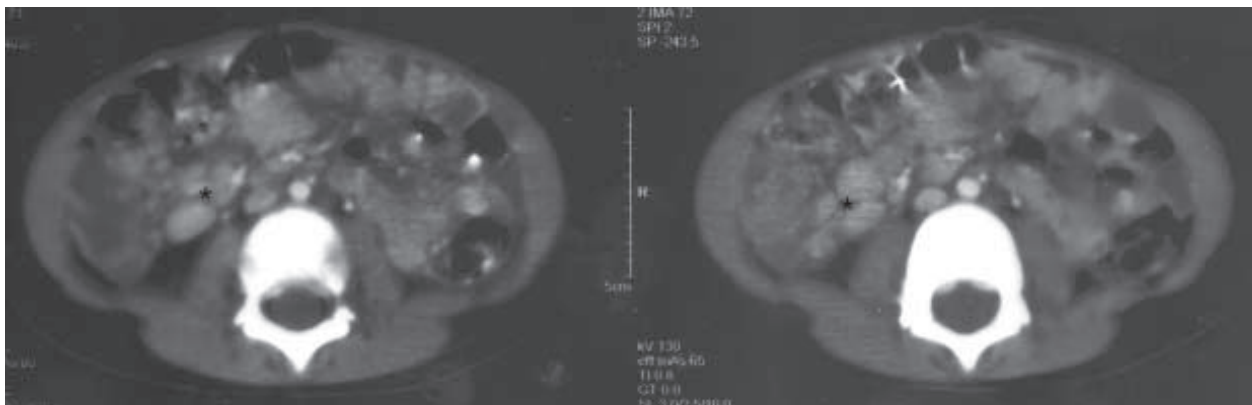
Tomografía axial computarizada con contraste intravenoso. Se observan múltiples adenomegalias mesentéricas (*).
